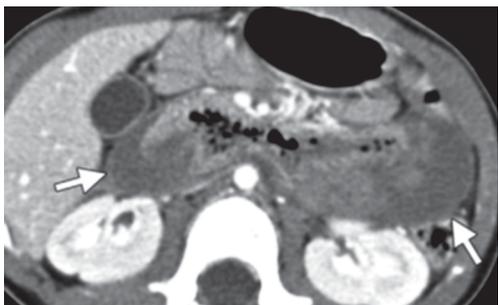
Пациент С. 14 лет: КТ, аксиальный срез. Гематома двенадцатиперстной и тощей кишки (указана стрелками)
